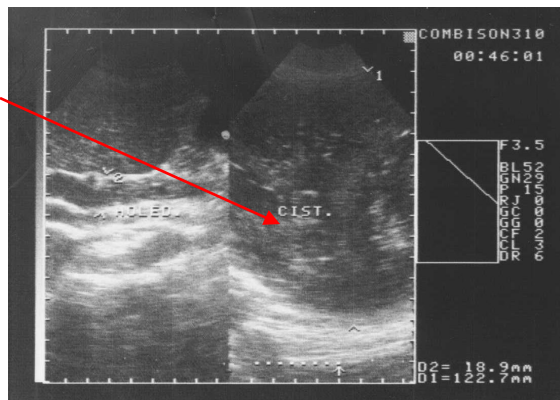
4.6. - ИОУЗИ печени. Эхинококковая киста печени
